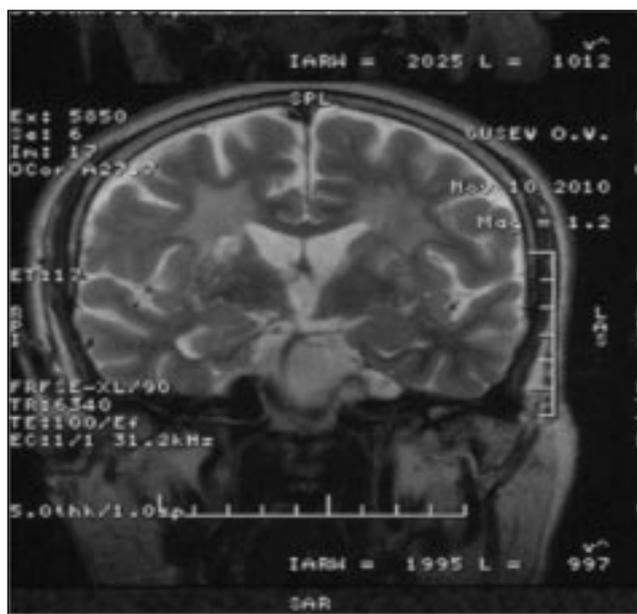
МРТ ГМ больного О. Г., 1960 г. р., страдающего цереброваскулярной болезнью, гипергомоцистеинемией, метилмалоновой ацидезией
